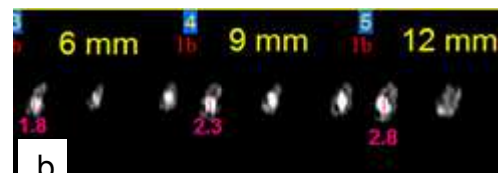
(b)- Tomografia do canal cirúrgico da amostra 7
